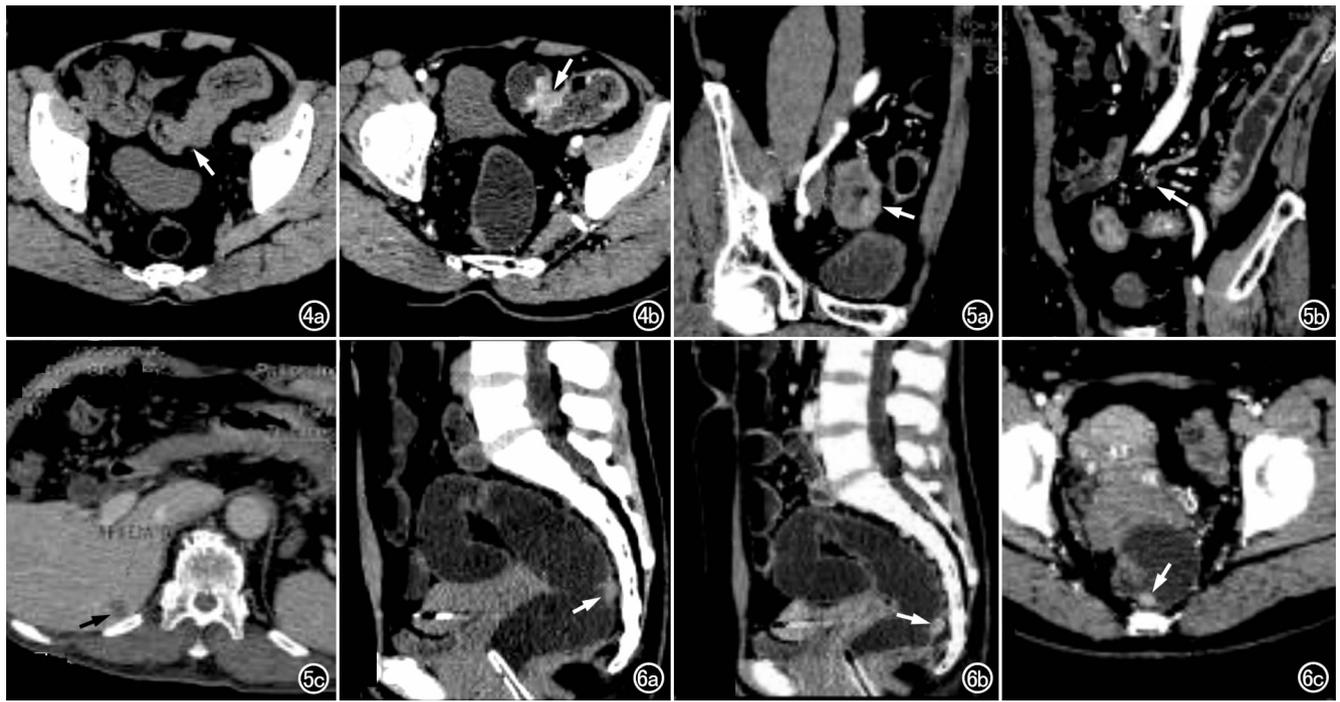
乙状结肠腺癌。a) 未行低张灌肠的CT平扫漏诊病变,回顾分析似见乙状结肠管壁增厚(箭); b) WE-MDCT增强扫描,示乙状结肠壁增厚,肿块形成、有明显强化(箭),管腔狭窄。图5 直肠癌伴肠系膜淋巴结和肝脏转移。a) WE-MDCT示直肠壁环形增厚,明显强化(箭),管腔狭窄; b) 矢状面图像示肠系膜淋巴结肿大(箭); c) 上腹部CT示肝内转移瘤形成的结节(箭),提示临床IV期。图6 侵袭性神经内分泌瘤。a) WE-MDCT矢状面图像,示直肠后壁小结节灶(箭); b) 增强扫描矢状面图像,示直肠后壁肿瘤起于黏膜下,有明显强化(箭); c) 增强扫描横轴面图像示直肠后壁肿瘤有明显强化(箭)。
